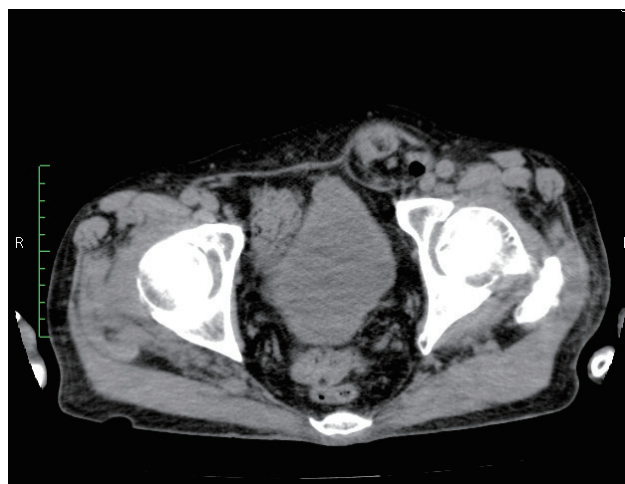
腹部単純 CT; 左鼠径ヘルニアを認めた.
